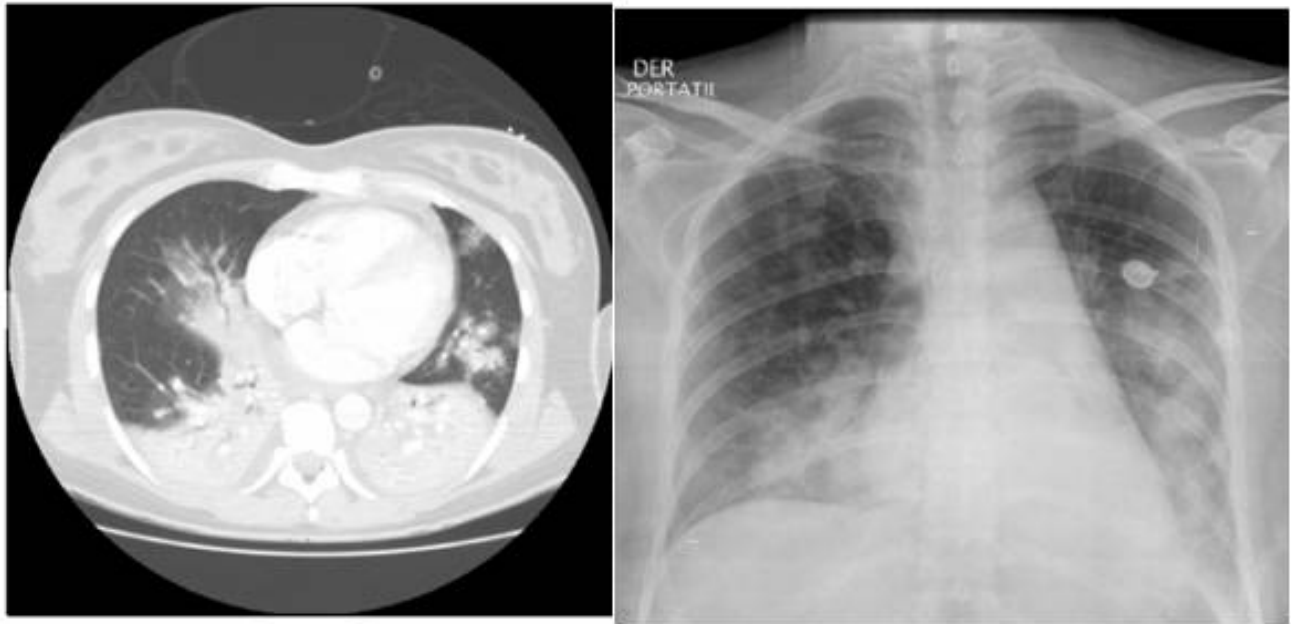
Imagen que demuestra la utilidad de la tomografía de tórax simple en el estudio de la neumonía. Nótese la presencia de derrame pleural leve bilateral no evidente en la tele de tórax del mismo paciente
